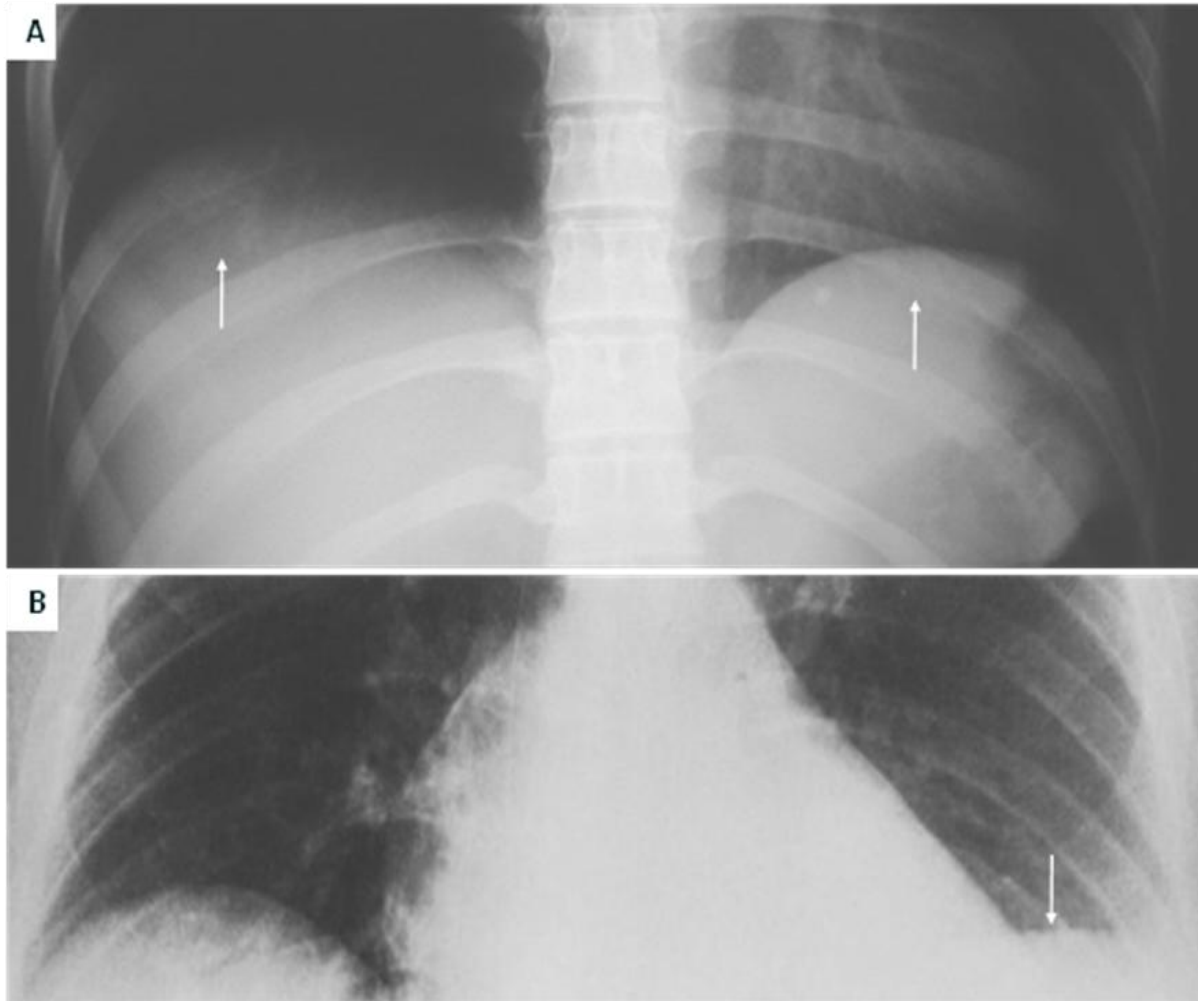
5. A. Radiografía posteroanterior de tórax normal, se observan los vasos intrapulmonares inferoposteriores por debajo del borde superior del diafragma (flechas). B. Radiografía frontal de tórax, la base del pulmón derecho muestra los vasos sanguíneos cruzando por debajo del nivel del hemidiafragma, en el lado izquierdo la sombra de los vasos termina abruptamente debido a un derrame subpulmonar (flecha).
